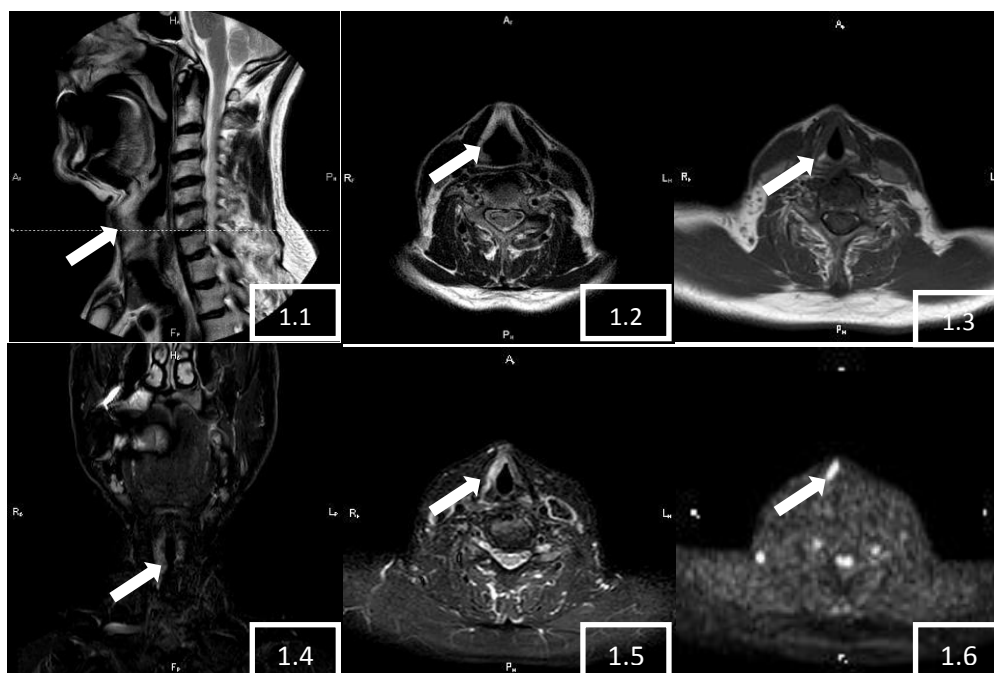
T2sag, рисунок 1.2 – T2tra, рисунок 1.3 – T1tra, рисунок 1.4 – T2STIRcor, рисунок 1.5 – T2 STIRcor, рисунок 1.6 – DWI (d=1000).
